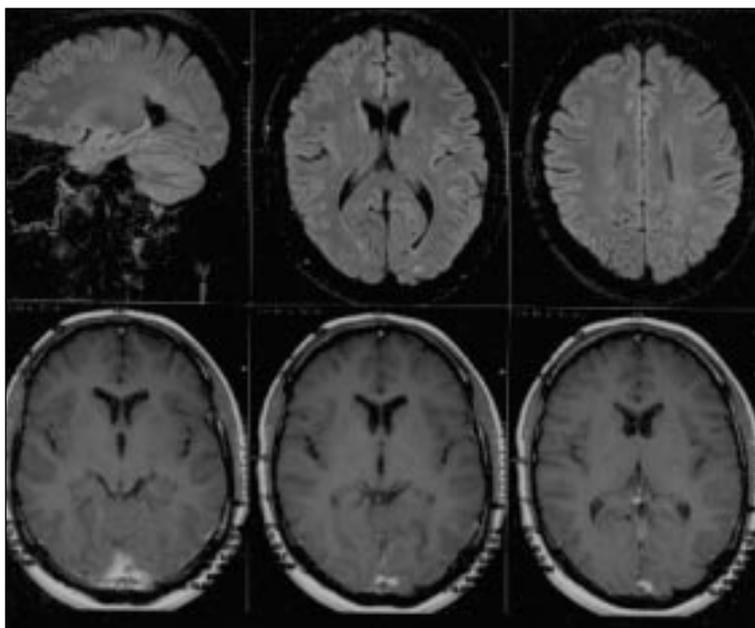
МРТ ГМ. Заключение: лакунарный инсульт в левой затылочной доле ГМ; очаговое поражение ГМ, вероятнее всего, сосудистого генеза. Перивентрикулярно в ГМ расположены очаги демиелинизации
